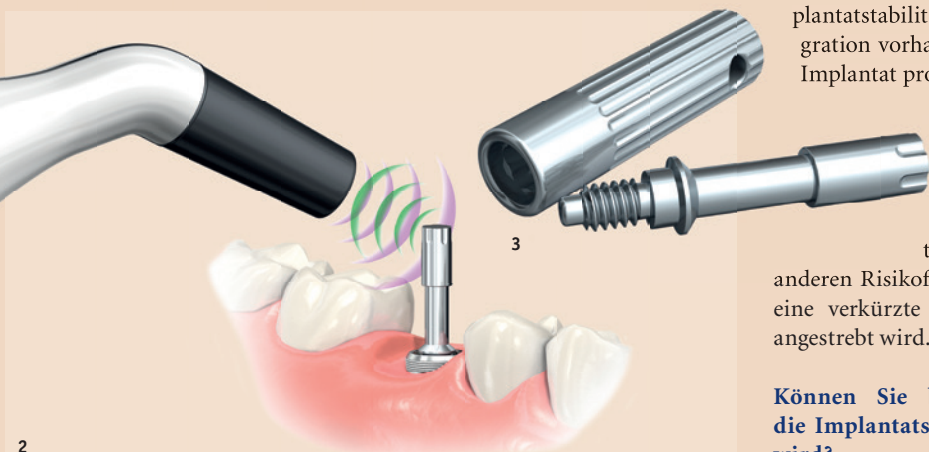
Penguin^{RFA} misst die Resonanzfrequenz des wiederverwendbaren MultiTipegTM mithilfe eines berührungslosen Verfahrens. Die Frequenz wird in Form des ISQ-Werts zwischen 1 und 99 angezeigt (Implant Stability Quotient). Der ISQ-Wert beschreibt die Mikromobilität des Implantats. – Abb. 3: Das Penguin^{RFA}-System besteht aus einem Handinstrument und dem wiederverwendbaren, gewebefreundlichen und autoklavierbaren MultiTipegTM. Zum Lieferumfang gehören außerdem ein Ladegerät sowie ein Stahlschlüssel zur Einbringung des MultiTipegTM auf das Implantat.
